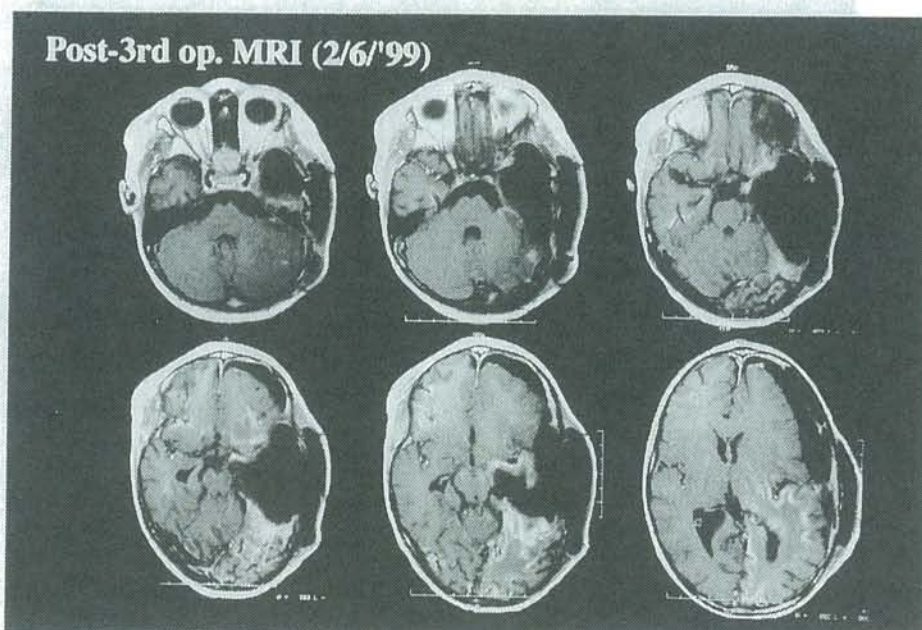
Postoperative Gd-DTPA MR imagings on the 3rd operation.
